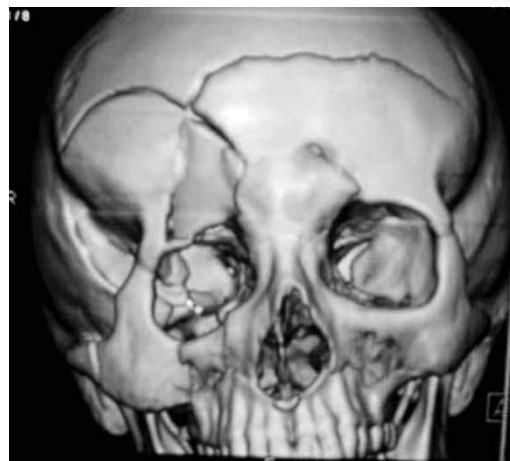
CT pacientei cu traumatism cranio-facial
